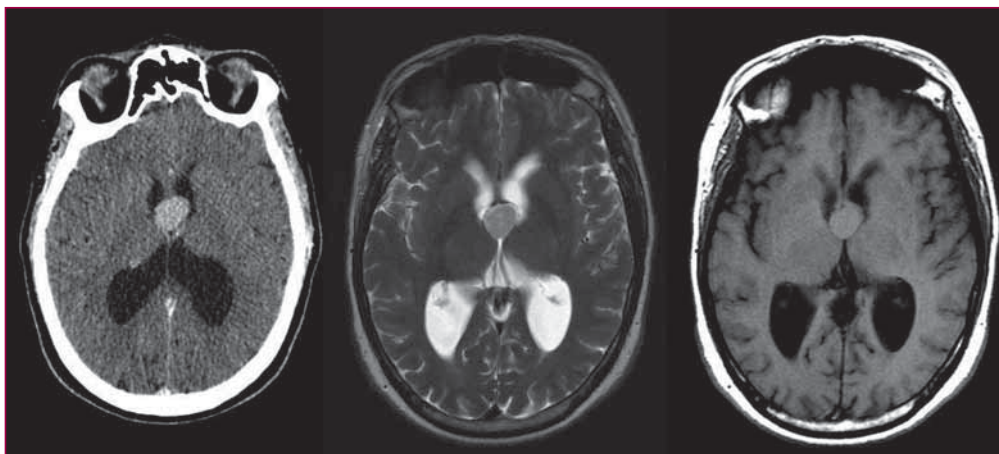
Tomografía computarizada y resonancia magnética de la lesión.
